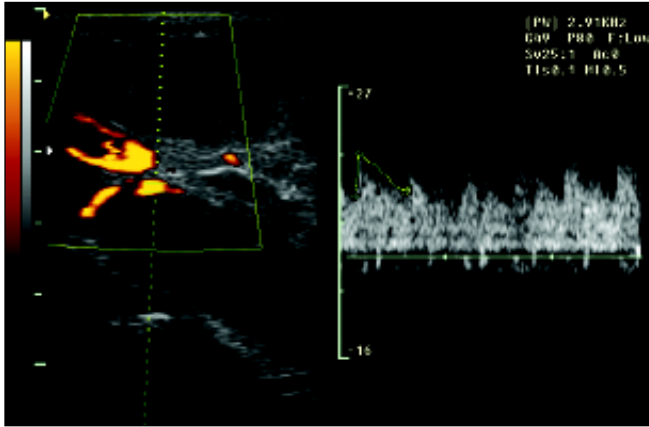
Ultra-sonografia linear com “power” Doppler, cuja análise espectral revelou fluxo arterial de baixa resistência.
